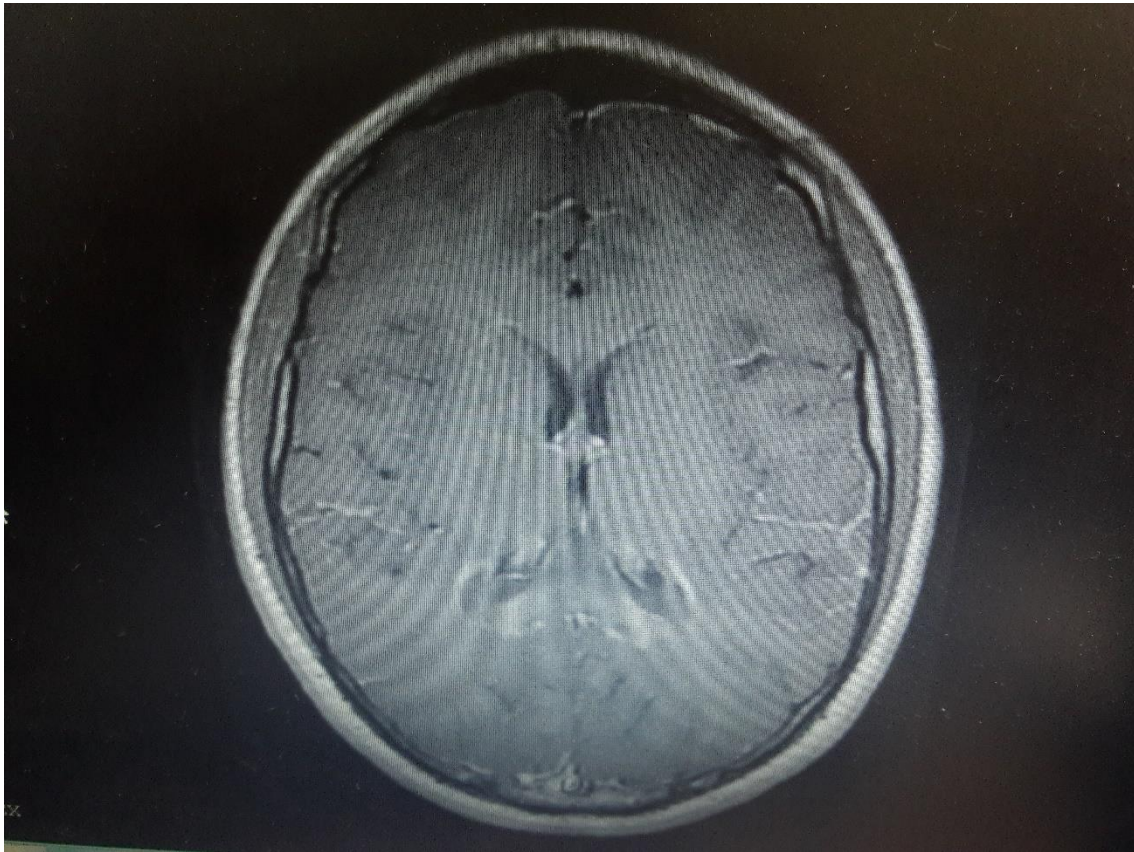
Resonancia magnética de encéfalo corte axial, que evidencia imagen hipointensa en secuencia T1 en sustancia blanca parietooccipital y el esplenio del cuerpo calloso con realce perilesional luego de la administración de gadolinio.
